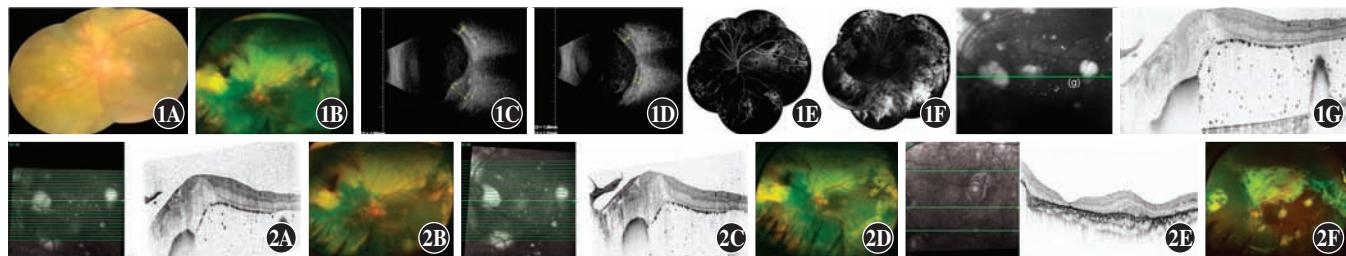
治疗前患眼眼底多模态成像 A、B: 眼底照相和超广角眼底激光扫描检查均显示上方视网膜下大片渗出,下方视网膜脱离 C、D: B型超声显示左眼正上方、鼻上方全周视网膜脱离 E、F: 动脉期、晚期荧光造影显示视网膜广泛渗漏、微动脉瘤及无灌注区 G: OCT 图像所示显示左眼黄斑区视网膜脱离,伴视网膜色素上皮隆起 图 2 患者随访检查 A: 第 1 次玻璃体腔注射雷珠单抗后 1 个月 OCT 图像 视网膜下渗出性视网膜脱离未见明显改善 B: 第 2 次抗 VEGF 注射后 1 个月超广角眼底激光扫描检查图像 仍可见大量渗出,鼻上方出血较前好转 C: 第 3 次抗 VEGF 注射后 1 个月 OCT 图像 视网膜下渗出稍改善,仍有大量视网膜下渗出,视网膜表面见增生 D: 第 3 次抗 VEGF 注射后 1 个月超广角眼底激光扫描检查图像 渗出未见明显好转;之后连续行 4 次视网膜激光光凝术 E: 第 4 次抗 VEGF 注射后 1 周 OCT 图像 黄斑区视网膜下积液吸收,视网膜平伏 F: 第 4 次抗 VEGF 注射后 1 周超广角眼底激光扫描检查图像 视网膜下方渗出形成大量瘢痕,上方血管弓附近仍见少量出血
